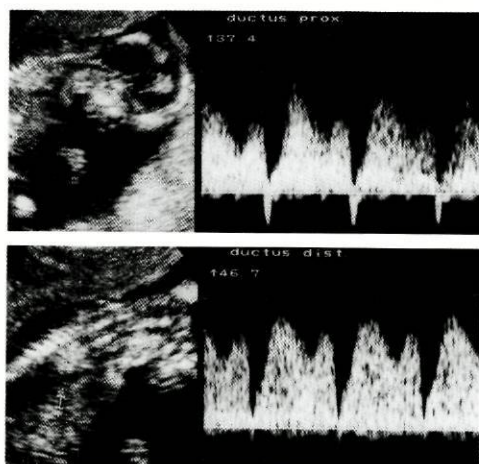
Onda de fluxo obtida no ducto venoso por Doppler pulsado em feto com 12 semanas: volume da amostra colocado demasiado proximal, evidenciando contaminação pelo fluxo da veia cava inferior (figura superior); volume da amostra colocado demasiado distal, evidenciando contaminação pelo fluxo da veia umbilical (figura inferior).
